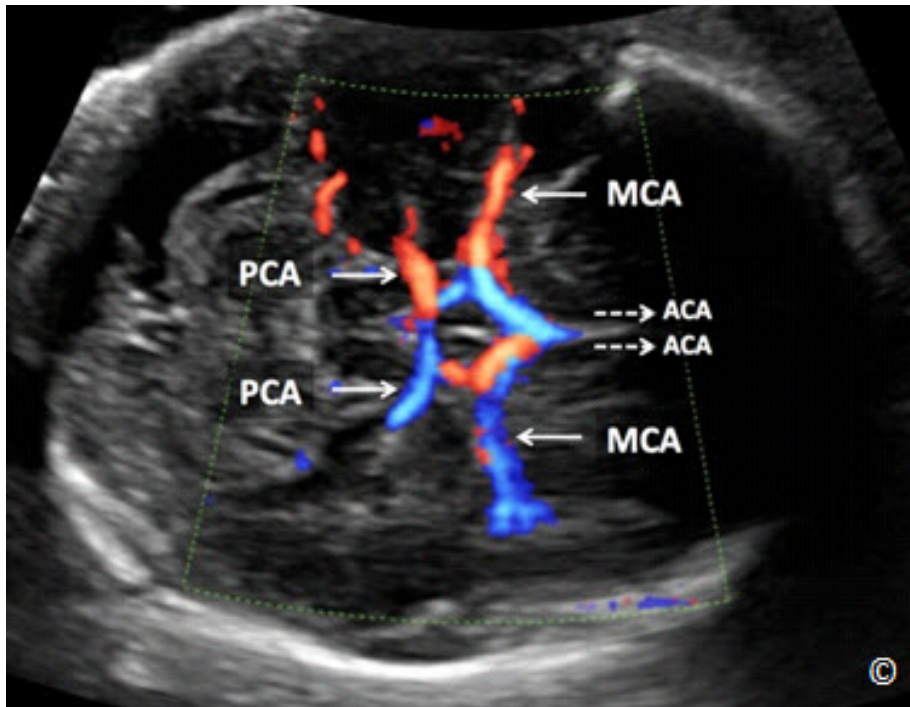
Plano transversal en la base del cerebro fetal con el modo de Doppler en color que muestra el círculo de Willis. Observe el curso de las arteria cerebral media (MCA) y arterias cerebrales posteriores (PCA). Las arterias cerebrales anteriores (ACA) no se ven debido a su trayectoria perpendicular a la onda de ultrasonido (flechas discontinuas).
